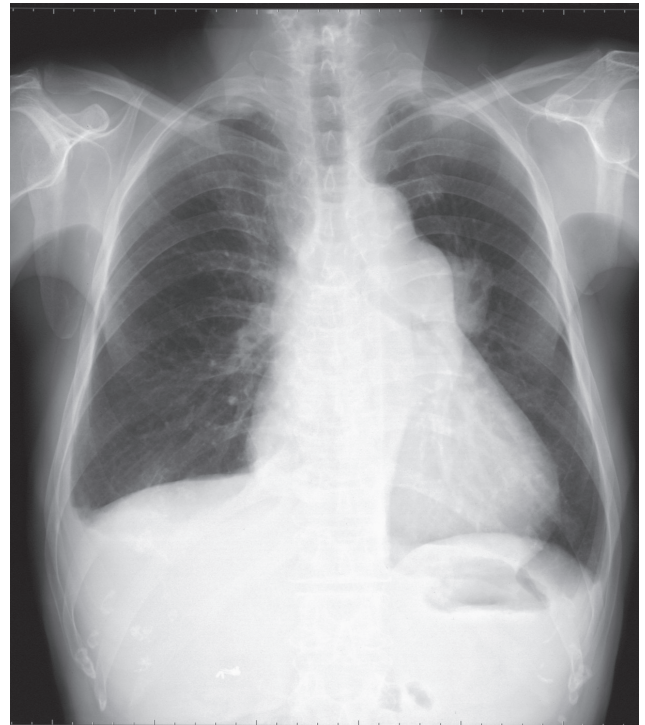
Chest radiograph after PTPV.
